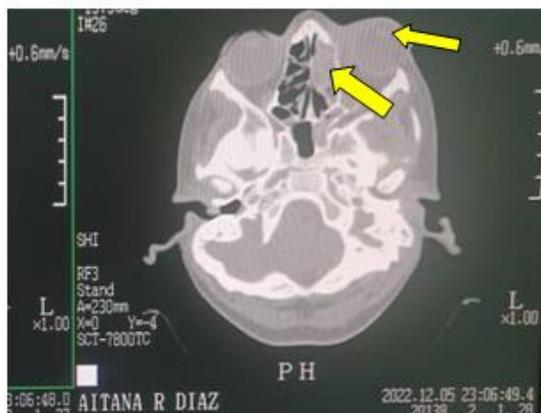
Tomografía computarizada de paciente con sinusitis etmoidal y celulitis orbitaria, en las que se observa gran edema orbital.
